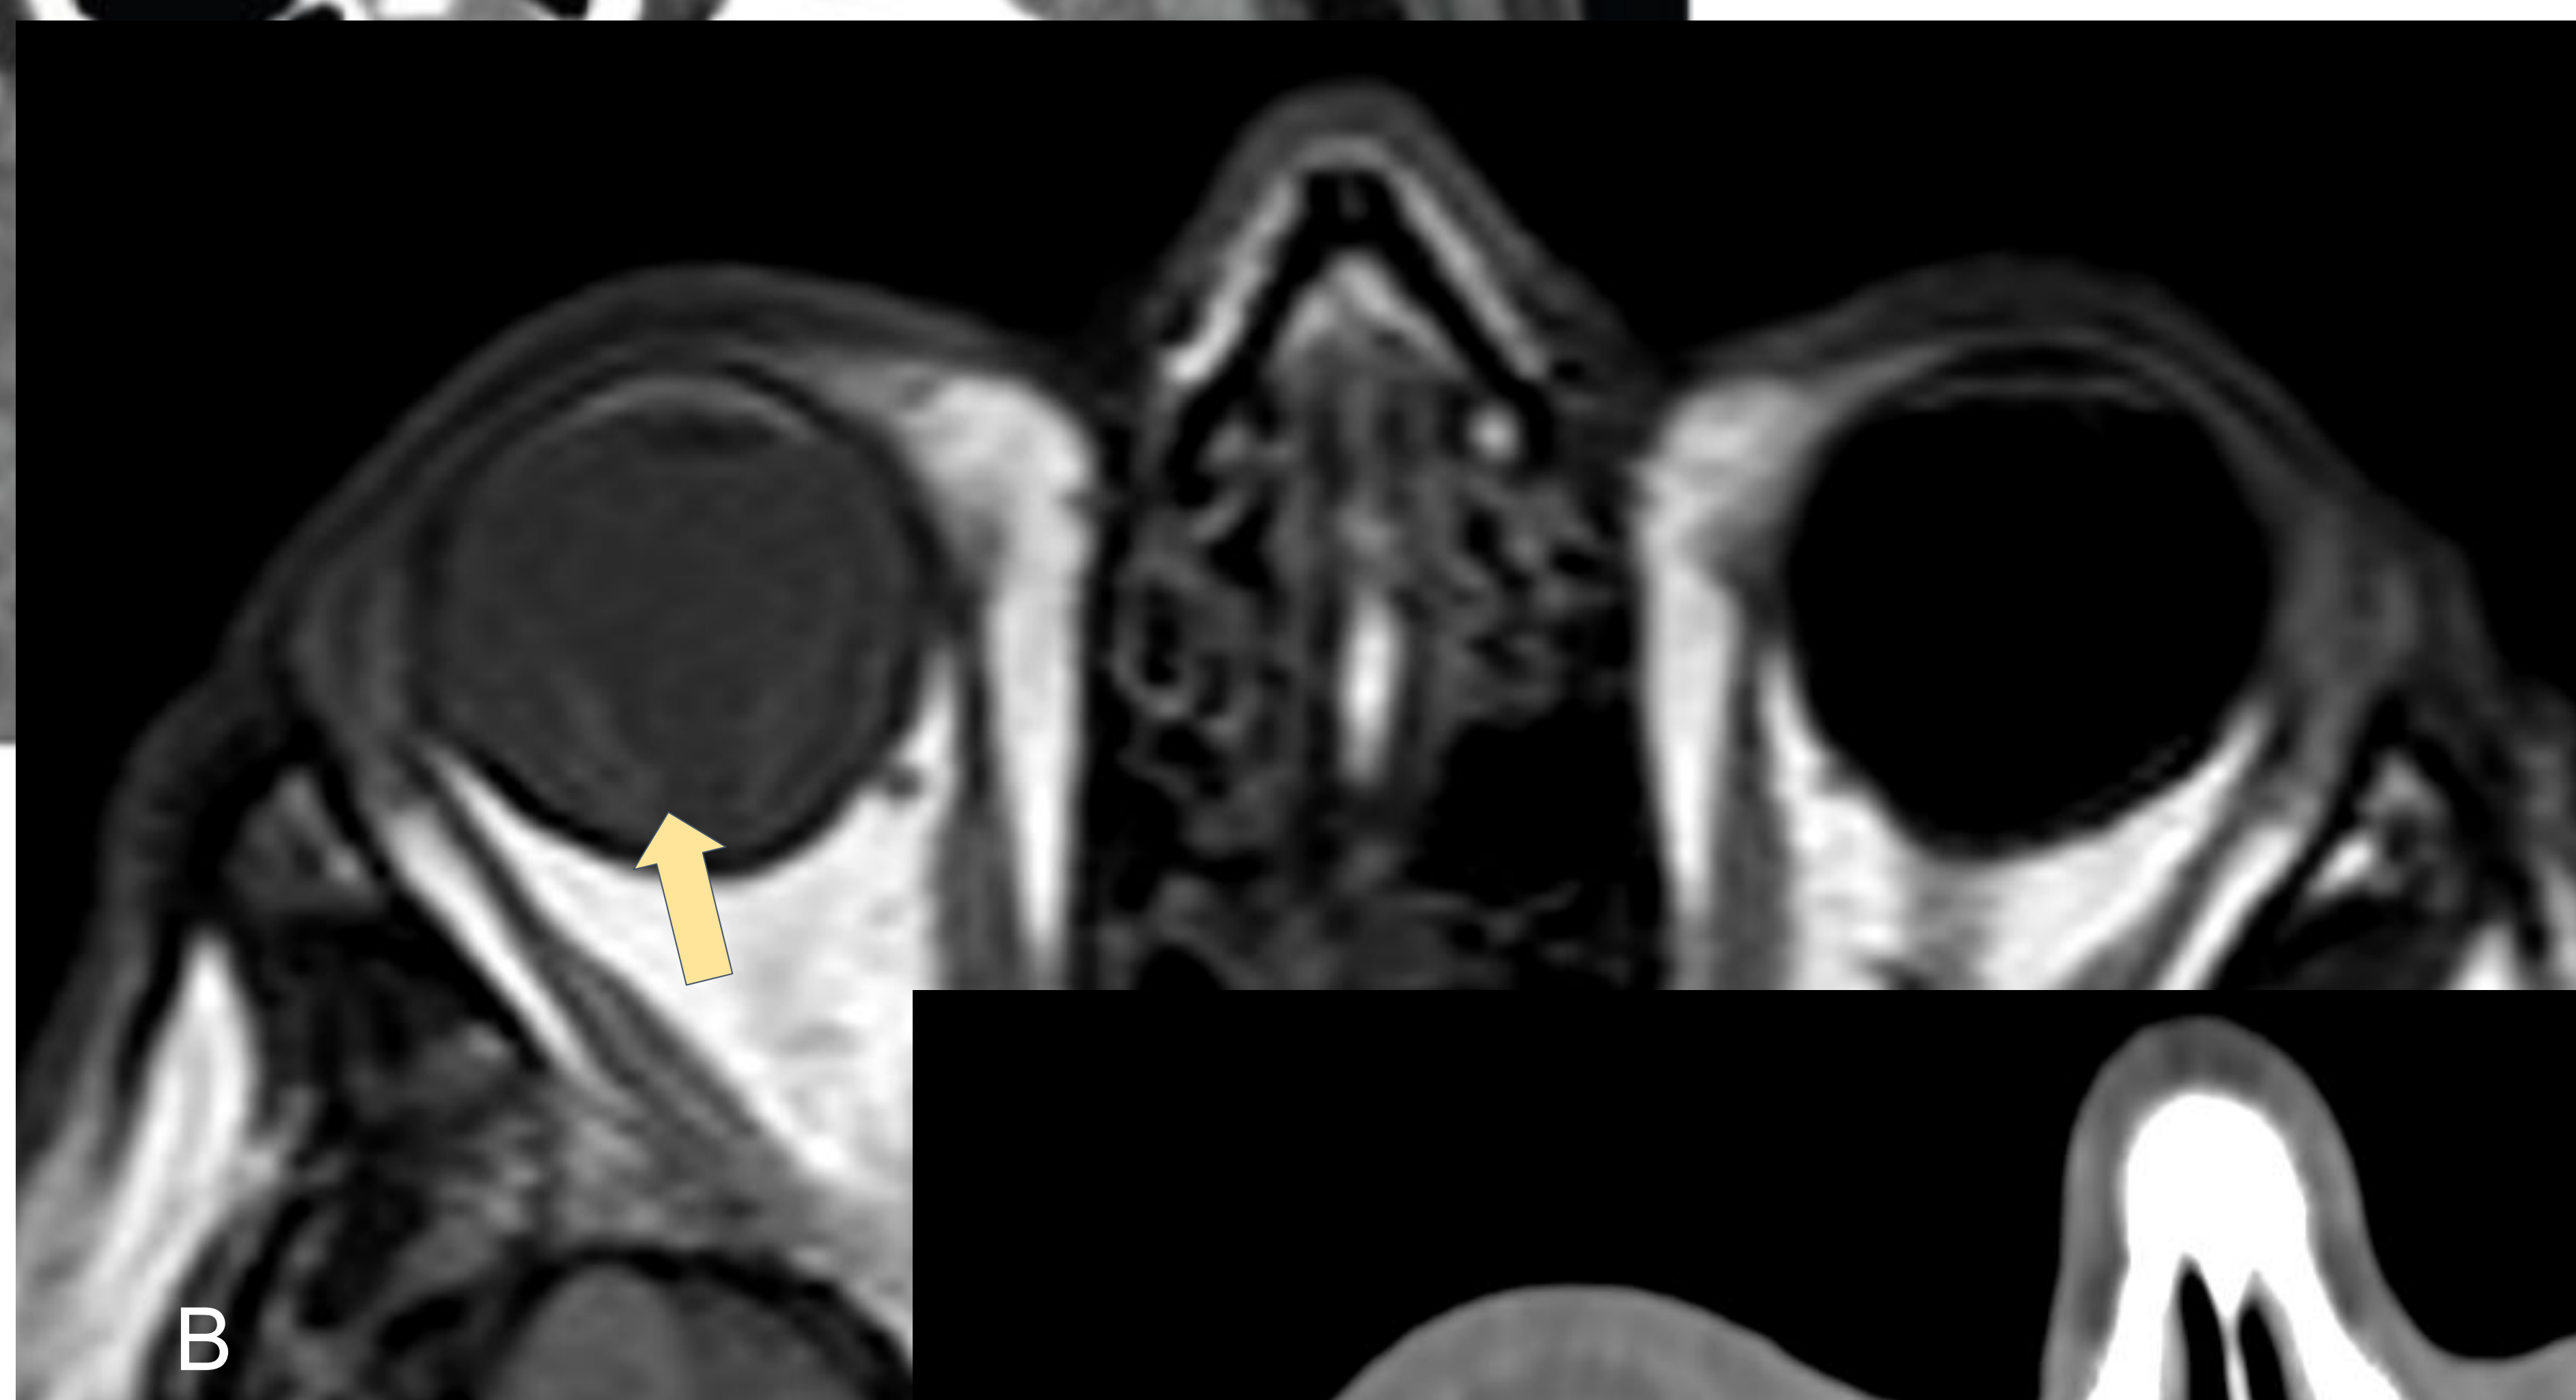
Imagen B, RM secuencia T2: pérdida de la señal normal del humor vítreo en el globo ocular derecho, heterogéneo e hiperintenso respecto al contralateral, normal, compatible con hemorragia vítrea.
